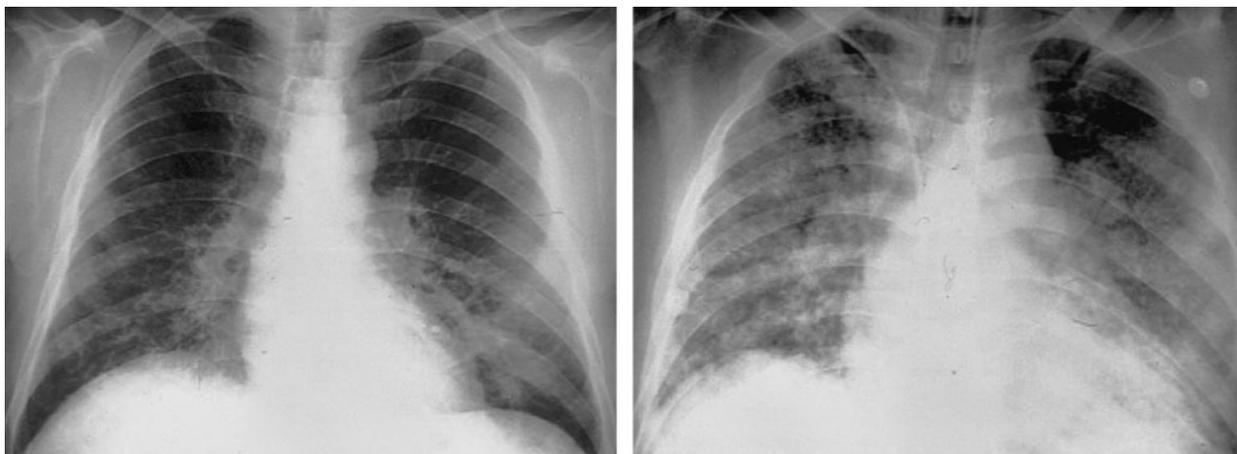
Neumonía debida a virus de la influenza en paciente de 46 años con disnea. La radiografía izquierda muestra áreas de opacidad reticulonodular difusas en ambos pulmones; la imagen de la derecha fue obtenida 8 días después y muestra progresión en la extensión de las consolidaciones en ambos pulmones.
